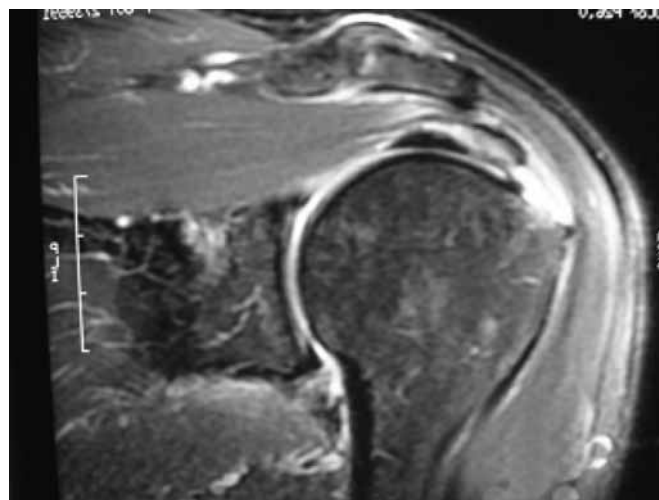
Imagem do corte axial de ressonância magnética evidenciando ruptura do manguito rotador
